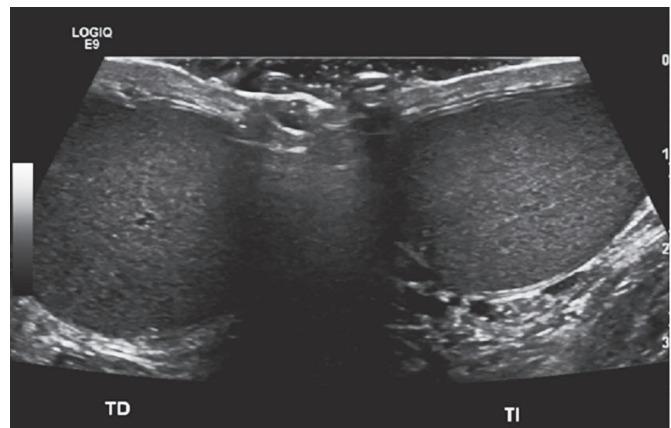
Ultrasonido de ambos testículos (derecho e izquierdo) normales.
